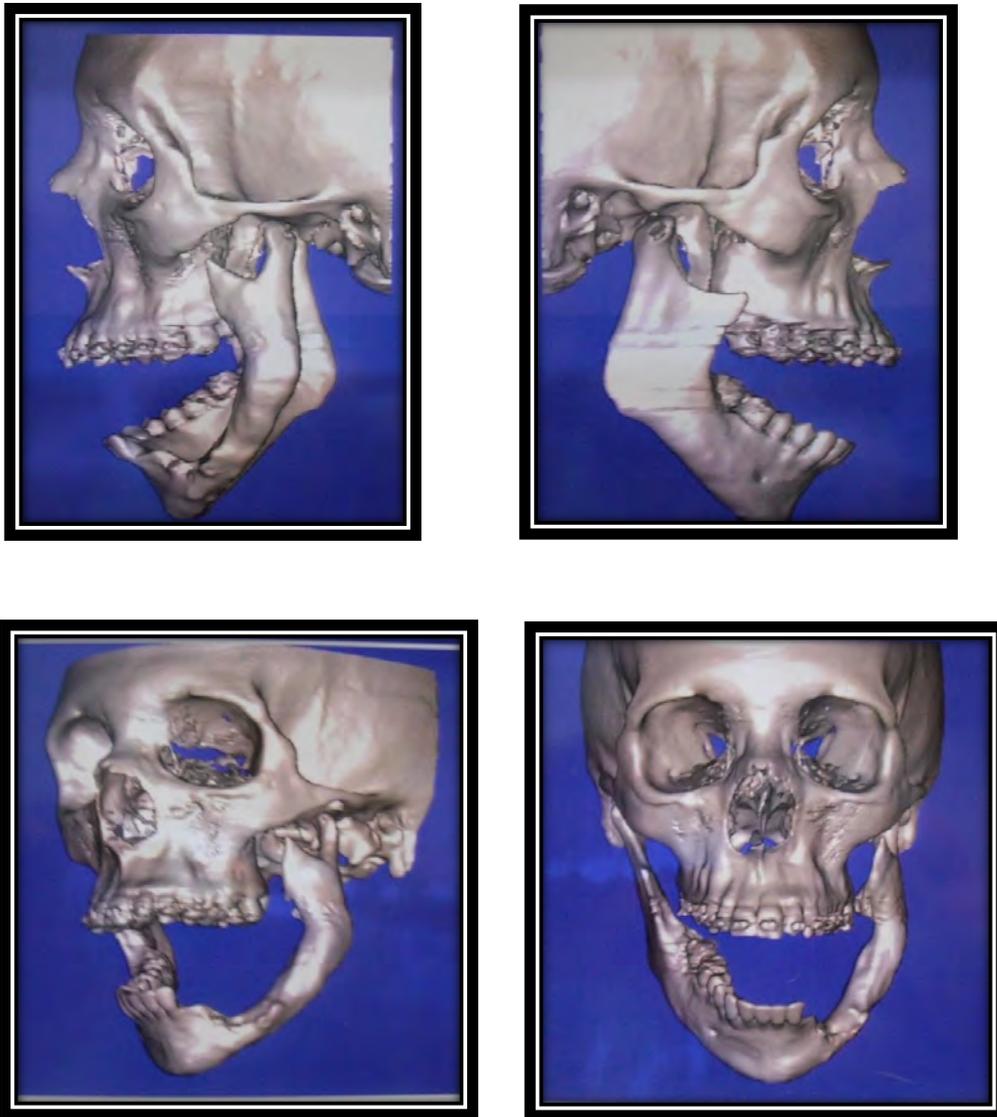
Imágenes de tomografía axial computarizada con arreglos tridimensionales de cráneo previo a la cirugía.⁶⁶
